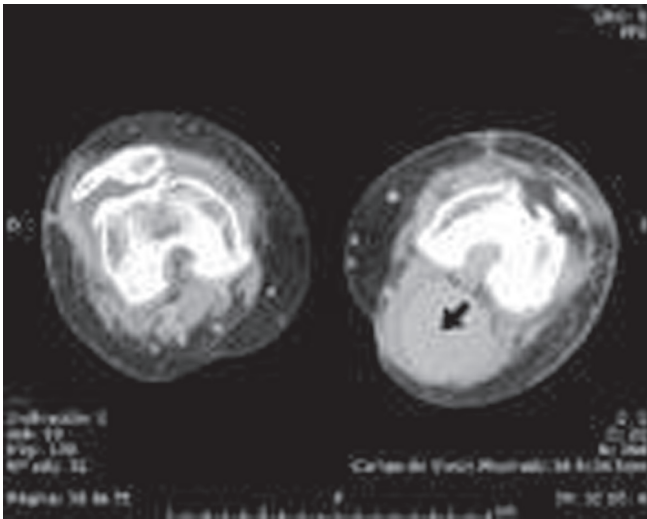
Tomografía, fistula arteriovenosa con saco venoso dilatado en la cara posterior de la pantorrilla izquierda.
